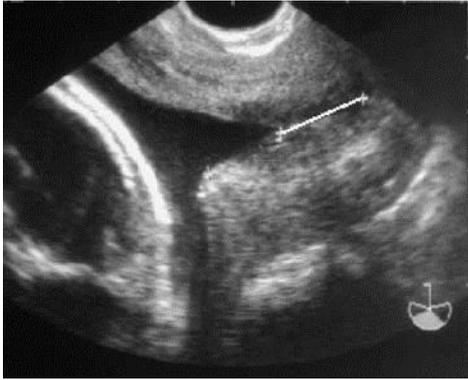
Mesure de la longueur du col utérin par échographie trans- vaginale (59)
